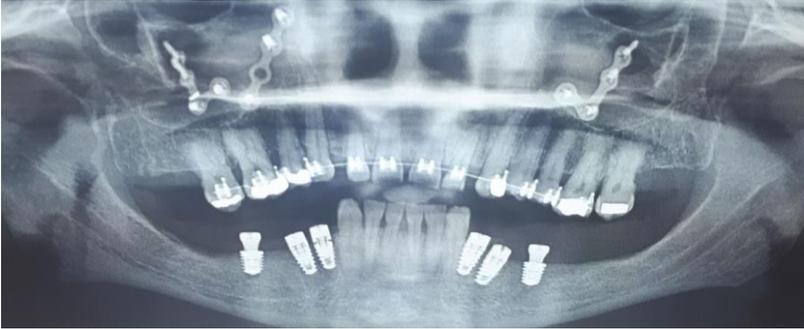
Radiografia panorâmica, 4 dias após a instalação dos implantes, indicando o bom posicionamento dos implantes.
